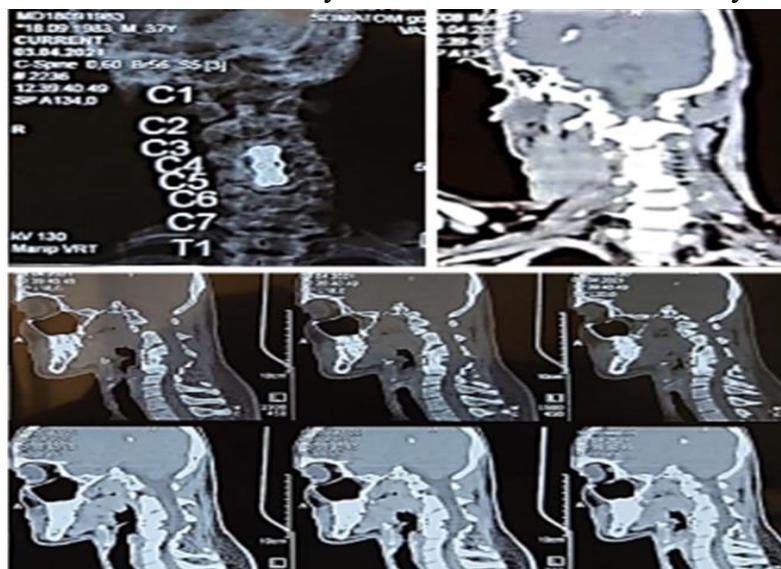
Пациент Д. 3 апреля 2021 г. Мультиспиральная компьютерная томография шейного отдела позвоночника. Стабилизация нестабильности в шейном отделе позвоночника, полная декомпрессия позвоночного канала, успешная фиксация MESH-системы и Plat-системы через 8 мес после операции.
